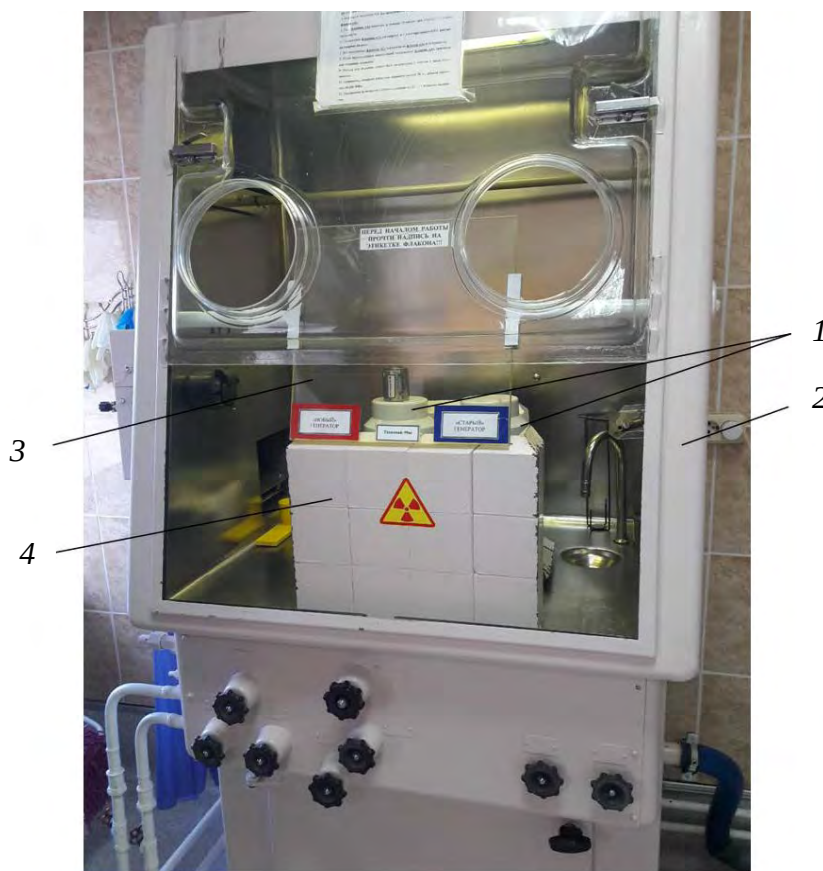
Защитный бокс для элюирования технеция: 1 – генератор технеция; 2 – защитный бокс; 3 – свинцовые кирпичи; 4 – рентгенозащитное стекло
